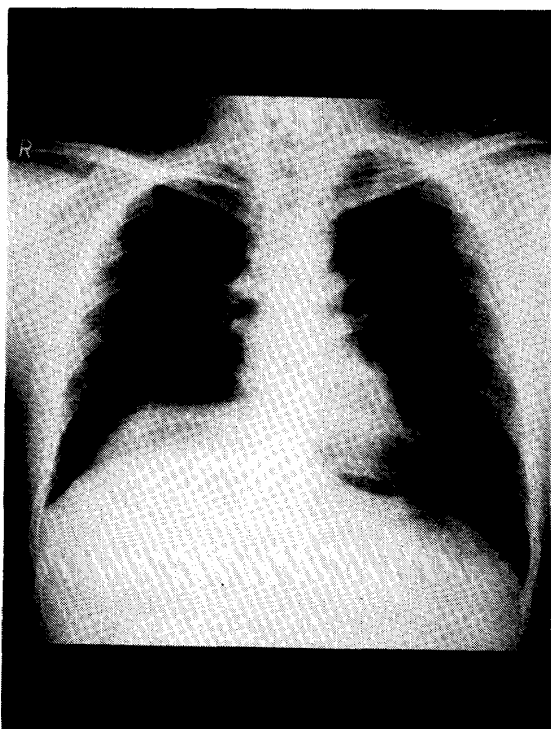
昭和59年2月28日の胸部X線写真。縦隔腫瘍摘除術後、特に変化はみられない
